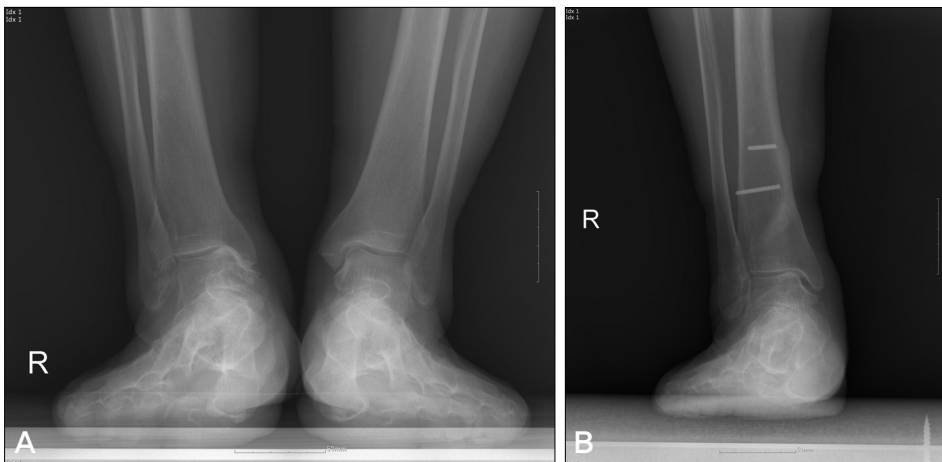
Anterior-posterior radiographs of the ankle which shows an oblique distal tibial osteotomy without fibular osteotomy. (A) A preoperative radiograph shows medial joint space obliteration. (B) A radiograph at postoperative three years shows restoration of the medial joint space.
